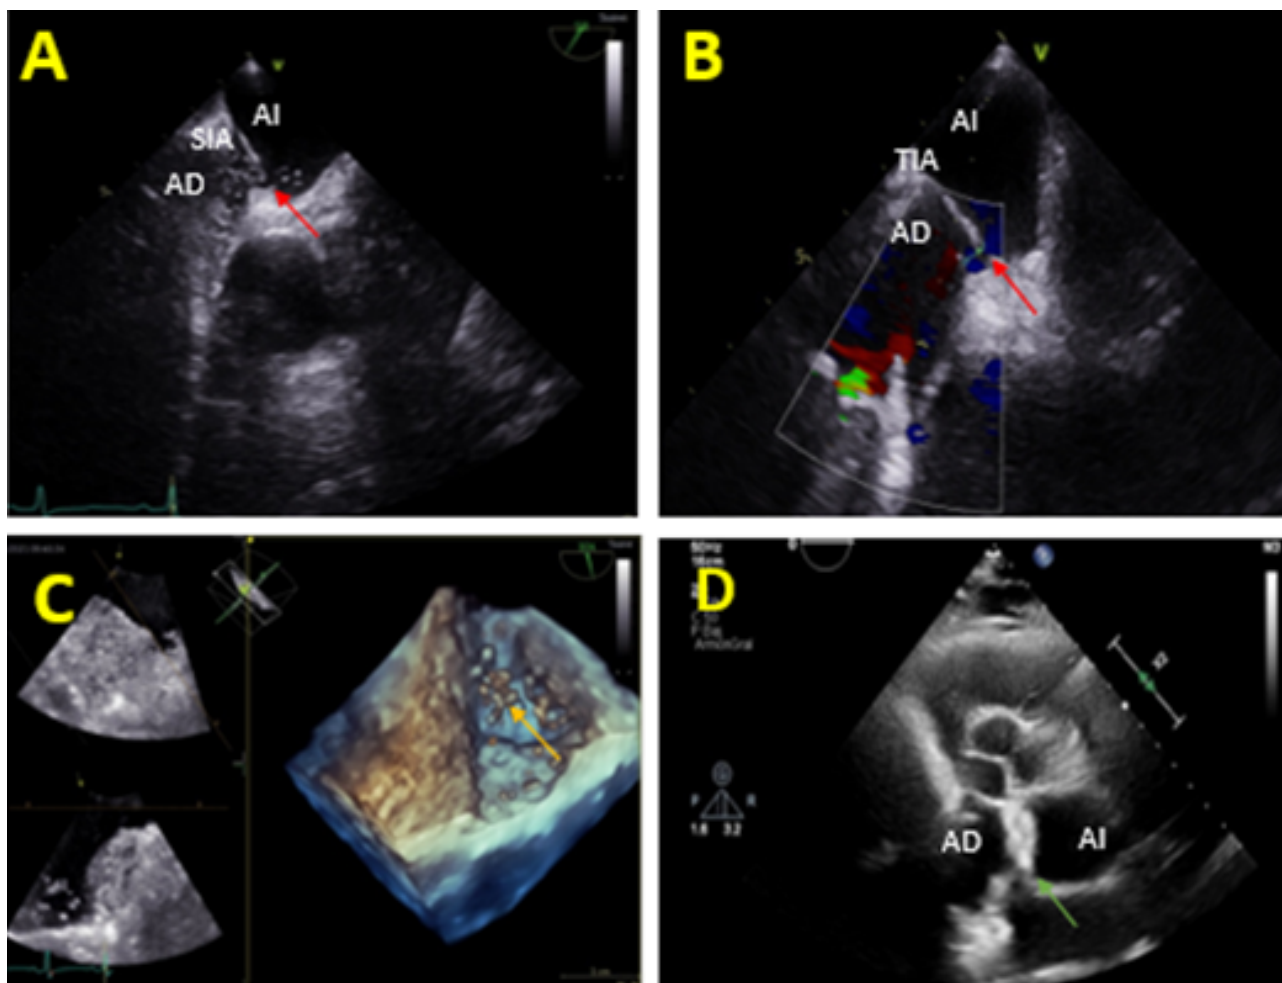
A) Ecocardiograma transesofágico (ETE) con suero salino agitado que muestra paso significativo precoz de burbujas desde aurícula derecha (AD) a aurícula izquierda (AI) a través del foramen oval permeable (FOP) (Flecha roja); SIA (Septo interauricular). B) ETE con Doppler color donde se objetiva shunt derecha-izquierda. C) Test de suero salino agitado positivo precoz mostrando burbujas en AI (Flecha amarilla) en imagen de ETE 3D. D) Ecocardiograma transtorácico (ETT) tras cierre del FOP con dispositivo Figulla (R) (Flecha verde).
